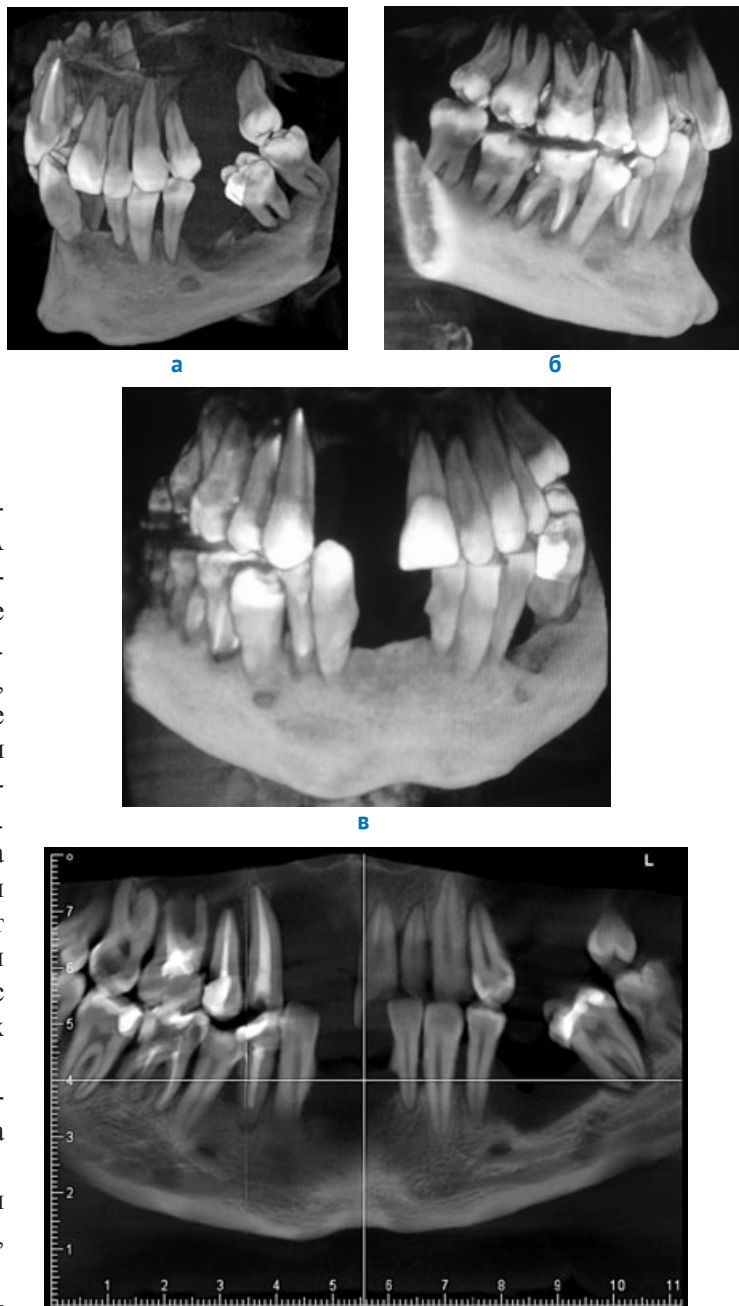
Компьютерные томограммы пациента (а, б, в, г)
